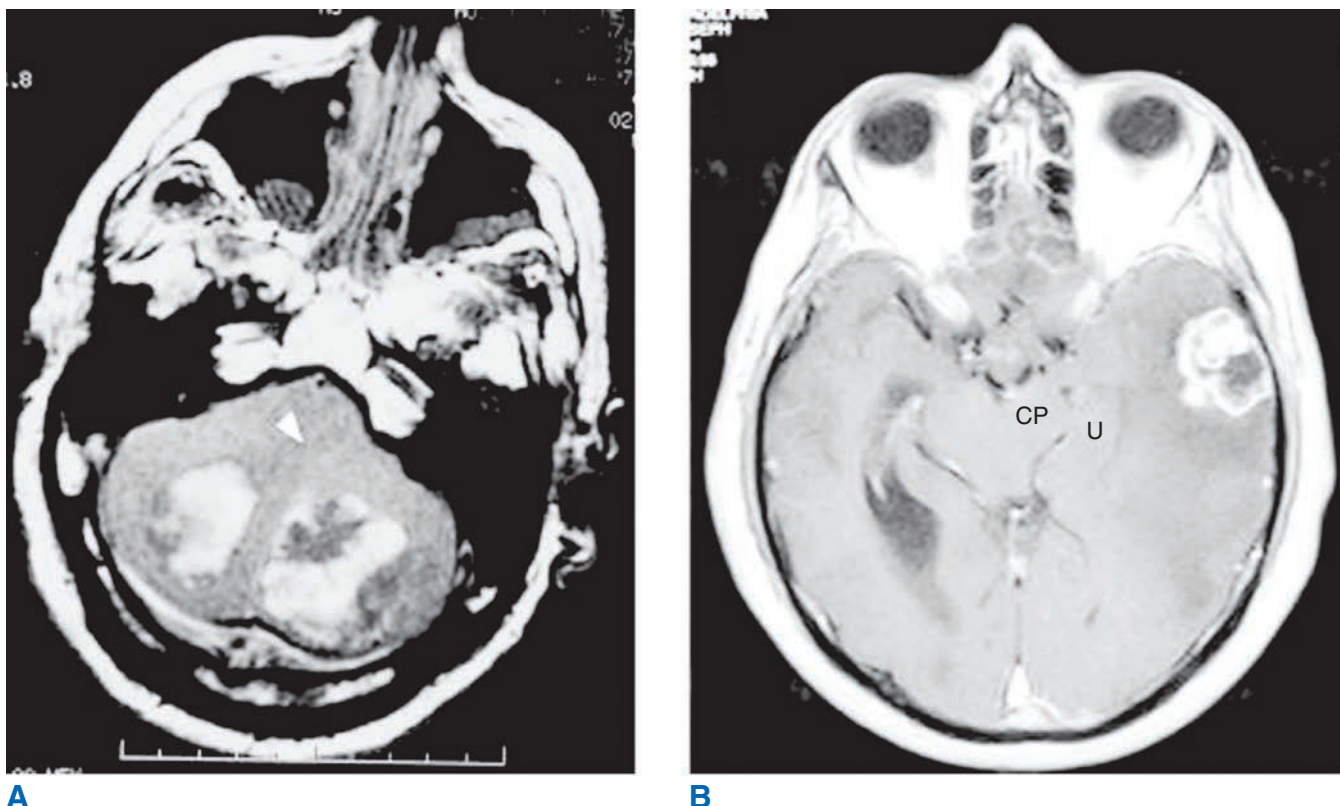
A. Imagen por resonancia magnética (MRI) axial ponderada en T1 antes de la inyección de medio de contraste (precontraste) que muestra metástasis cerebelosas hemorrágicas bilaterales. El paciente presentó ataxia y luego letargo que progresó hasta el coma profundo. Este sujeto tiene borramiento total del cuarto ventrículo y compresión grave del tallo encefálico. El líquido cefalorraquídeo (LCR) del cuarto ventrículo debería hallarse en el vértice de la *punta de flecha*. El paciente recuperó el estado mental normal después de una craneotomía urgente de la fosa posterior. B. MRI axial ponderada en T1 poscontraste que muestra una lesión con intensificación anular en la parte lateral izquierda del lóbulo temporal con edema moderado. El gancho (*uncus*) (U) comprime el pedúnculo cerebral (CP, *cerebral peduncle*) izquierdo y desplaza el tallo encefálico hacia la derecha.
